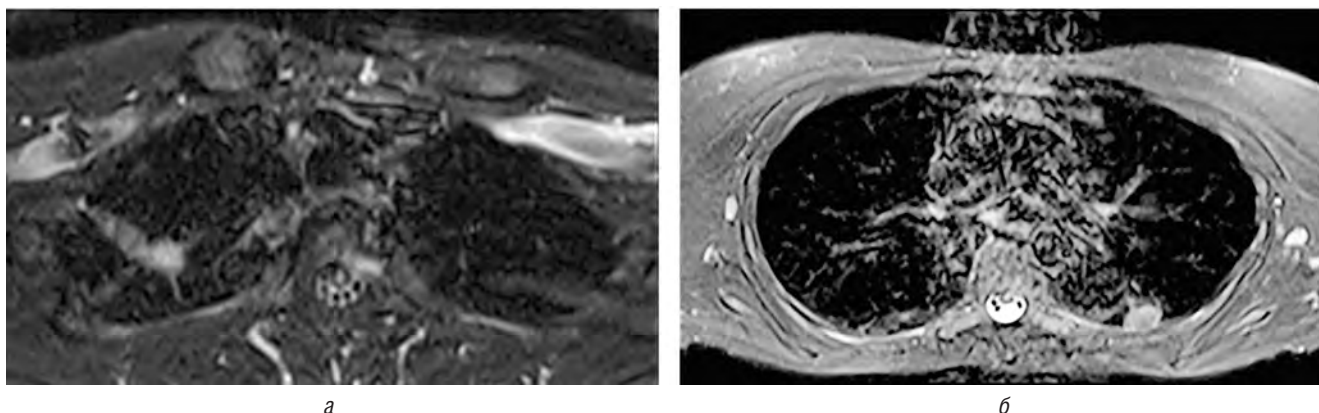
МРТ, STIR, аксиальная плоскость. Туберкулема правого легкого с гомогенным гиперинтенсивным МР-сигналом (а) и туберкулема левого легкого с гиперинтенсивным МР-сигналом по капсуле (б)
